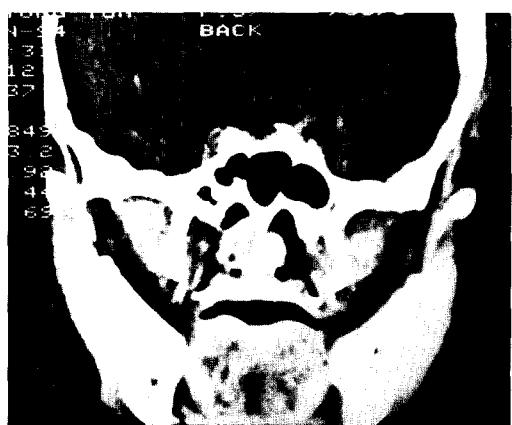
Axial and coronal CT scans reveal polypoid soft tissue mass in right posterior nasal cavity and nasopharynx with no bony destructive lesion. Left: Axial view. Right: Coronal view.
